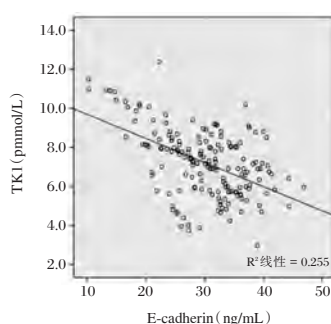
TK1 与 E-cadherin 水平相关性分析
